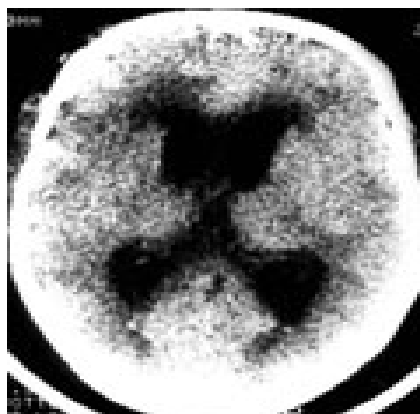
Хроническая дизрезорбтивная гидроцефалия при КТ: симметричное расширение желудочковой системы с баллонообразным увеличением передних рогов, отсутствие визуализации субарахноидальных щелей, очаги перивентрикулярного лейкоареоза.
